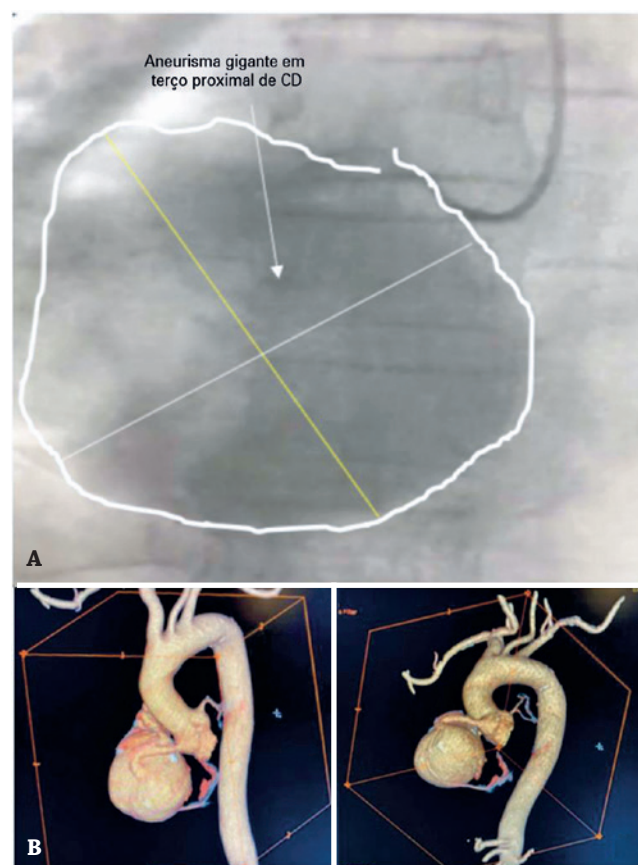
Avaliação anatômica do aneurisma. (A) Cineangiogramia de artéria coronária direita exibindo importante dilatação aneurismática em seu terço proximal. (B) Reconstrução tridimensional da angiotomografia com confirmação da dilatação aneurismática em terço proximal de artéria coronária direita. CD: artéria coronária direita.
